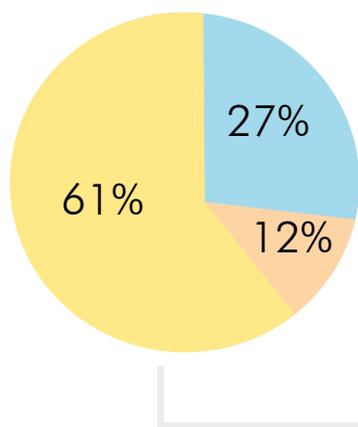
Porcentaje de respuestas de las CT identificadas
